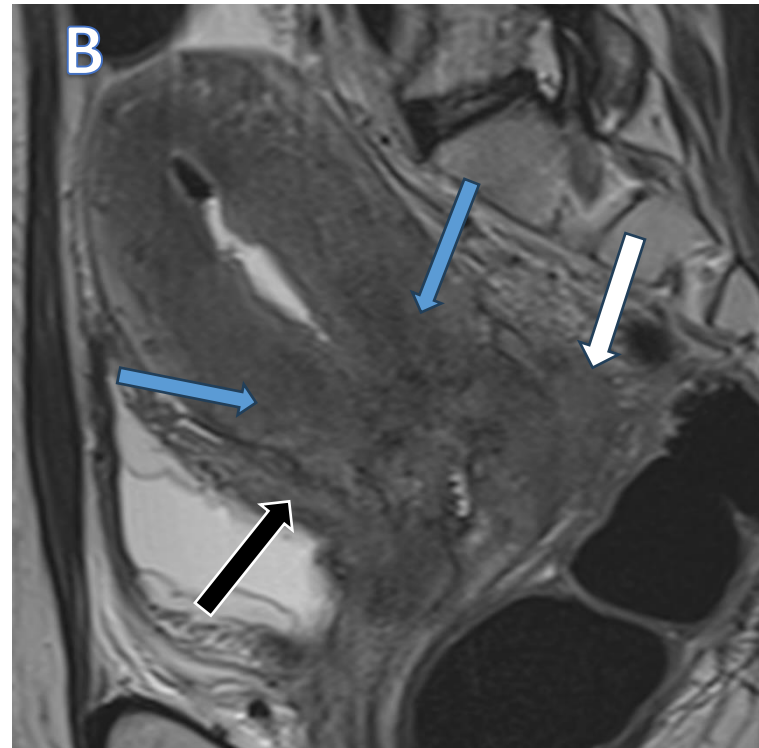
RM de pelvis en el plano sagital, al momento de la estadificación de cáncer de cérvix (A) y luego del tratamiento (B) potenciadas en secuencia T2 . Se identifica en A, una lesión tumoral sólida a nivel del cérvix, que se extiende afectando el cuerpo uterino y el tercio proximal de la vagina (flecha naranja). Luego del tratamiento se observa atrofia del cérvix uterino (flecha azul en B) y cambios post-actínicos: edema de la grasa intrapelviana (flecha verde) y cambios en la intensidad de la mucosa intestinal y rectal (flecha blanca).
